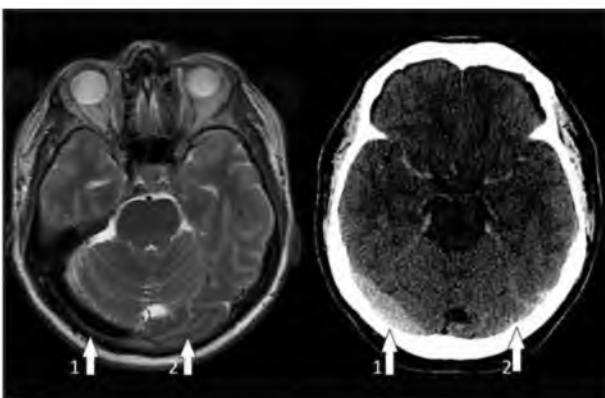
Пациент Б. Изображения на МРТ и КТ
